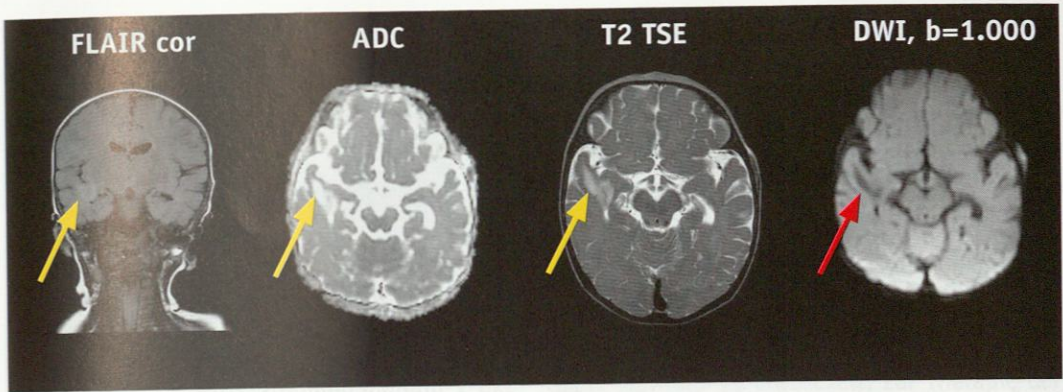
Weitere Abklärung mittels MRT Schädel. Die in der CT gesehene Läsion rechts temporal stellt sich in FLAIR, T2 und ADC als subkortikale hyperintense Läsion dar (gelbe Pfeile), die in DWI ($b = 1.000$) hypointens (roter Pfeil) ist und damit einem Ödem entspricht
